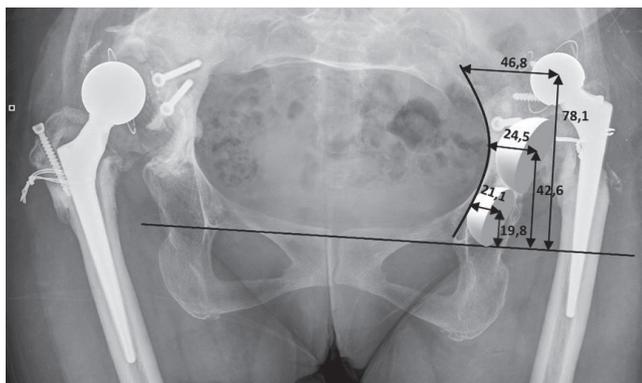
Значения планируемого, первичного и имеющегося вертикального и горизонтального центров ротации в миллиметрах на обзорной рентгенограмме пациентки 46 лет
